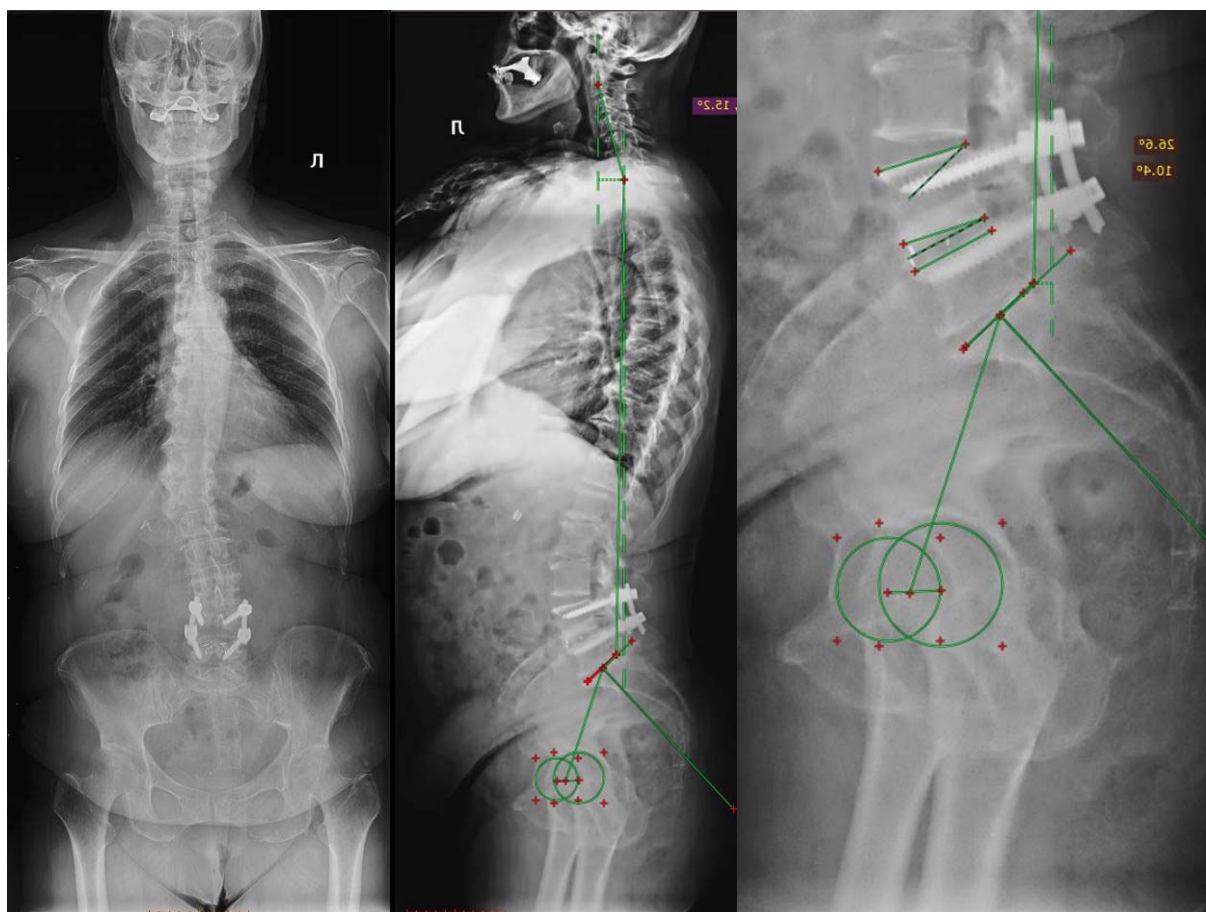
Постуральные рентгенограммы позвоночника в боковой проекции после операции
